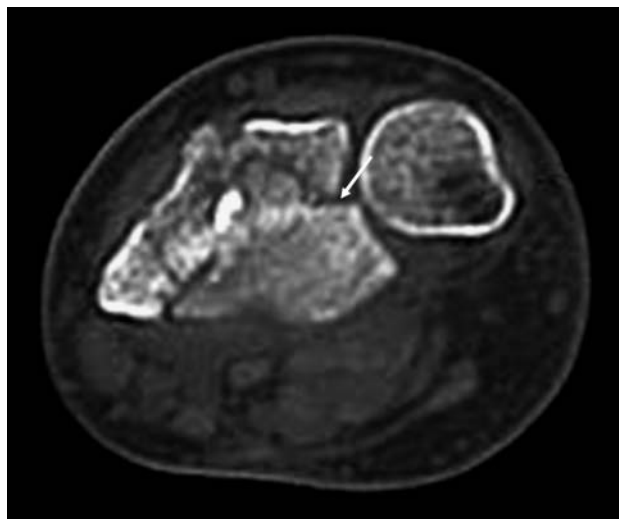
Аксиальная компьютерная томограмма на уровне дистального лучелоктевого сустава. Многооскольчатый перелом метаэпифиза лучевой кости со смещением отломков в области дистального лучелоктевого сустава.
